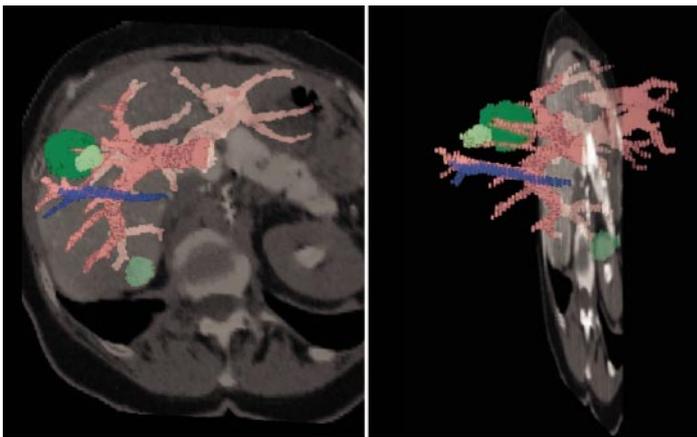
▲ 2 Ansichten einer semitransparenten Schicht der Original-CT-Daten, die durch die aufbereiteten Gefäße und Läsionen bewegt werden kann, sodass die Aufarbeitung der Daten überprüfbar wird. Mit freundlicher Genehmigung von Dirk Selle, MeVis Bremen
